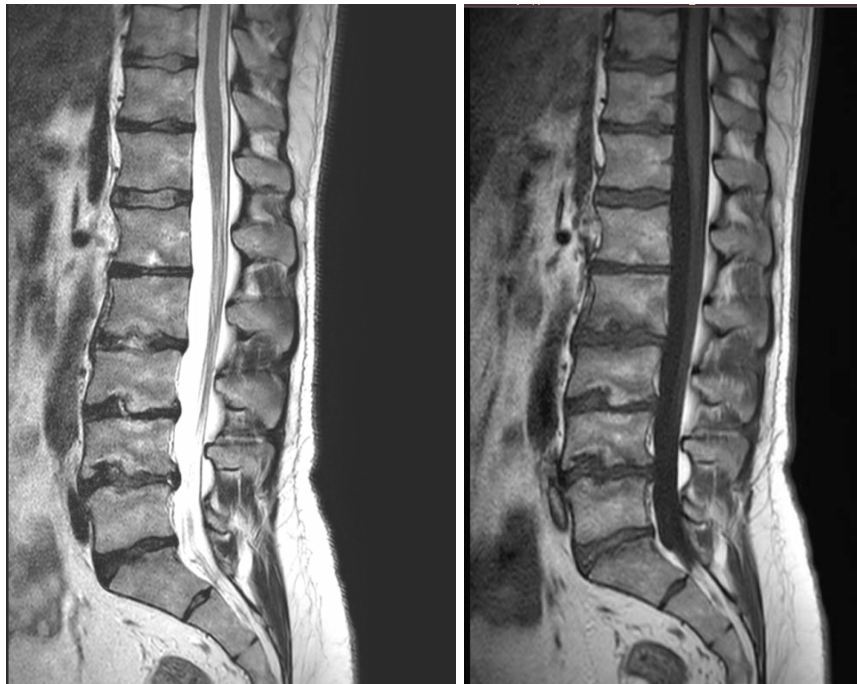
МРТ-изображение поясничного отдела позвоночника 29-летнего мужчины (Т2- и Т1-режимы, 1,5 Тл) основной группы, которого беспокоят боли в спине при физических нагрузках. Выраженная дегенерация межпозвонковых дисков на уровнях L1–L2, L2–L3, L3–L4, L4–L5, L5–S1 (5 степень по Pfirrmann).
